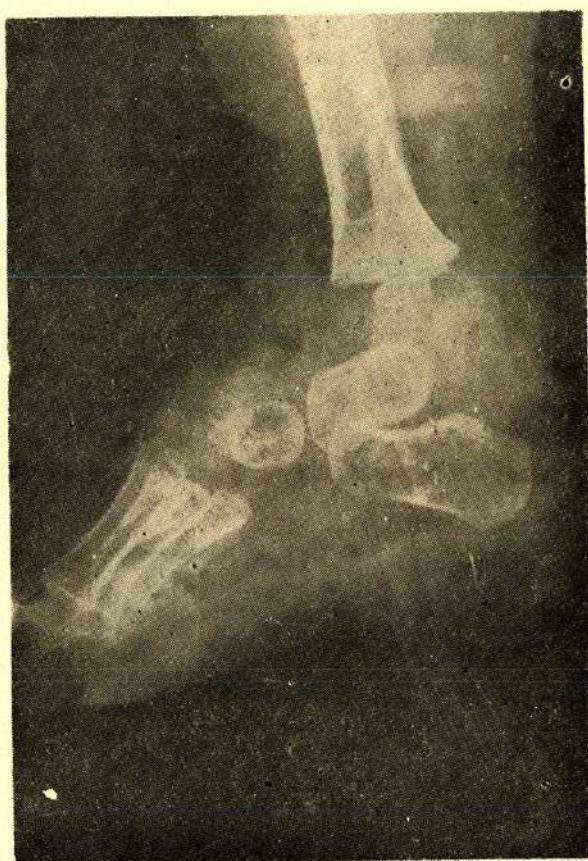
S.B. 1 Yaş E. Hastanın sol ayağının ameliyat öncesi ön-arka ve yan grafisi.
